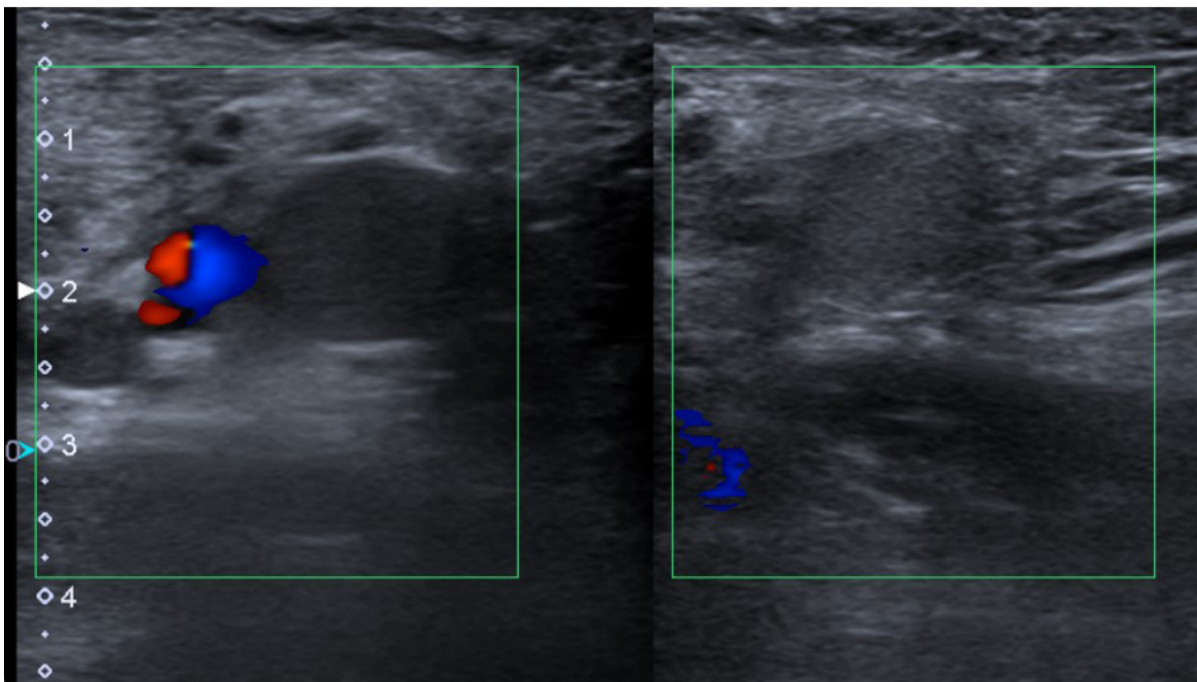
ECO-Doppler donde se apreciaba material ecogénico en la vena subclavia y axilar, con escasa compresión.
